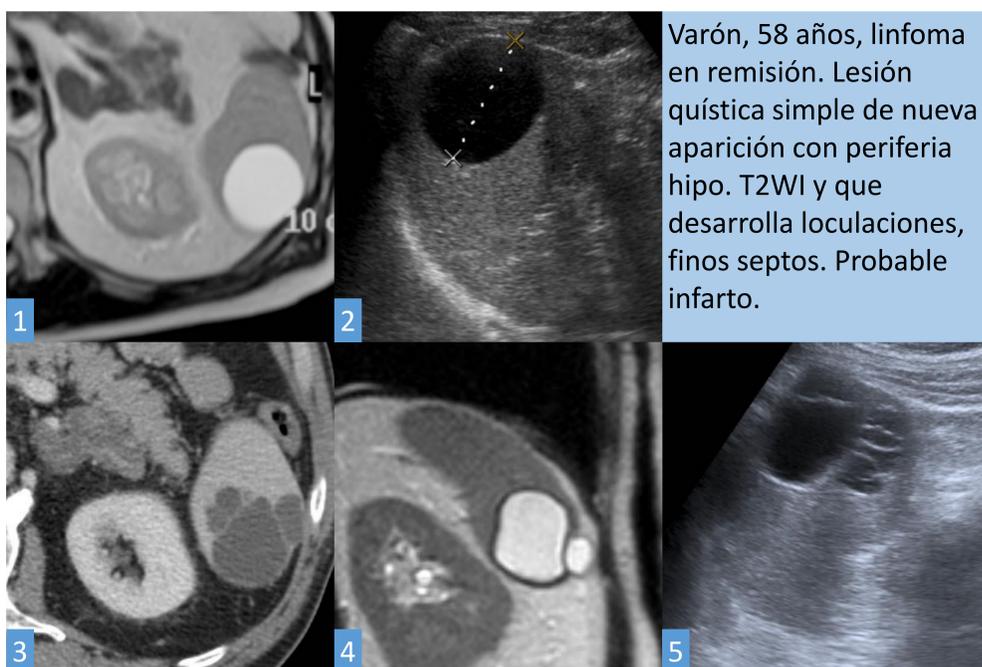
Imagen propia de lesiones quísticas en ecografía (aunque pueden presentar ecos internos), TC y RM, pudiendo mostrar una periferia hipointensa en T2 en relación con calcificación o restos hemáticos.
